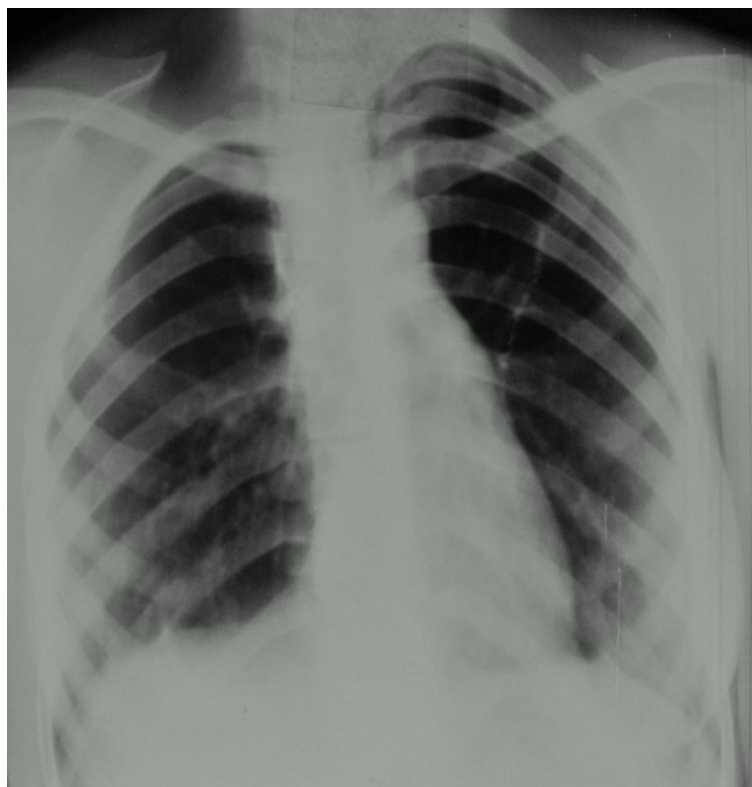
Обзорная рентгенограмма больной З. при выписке.
